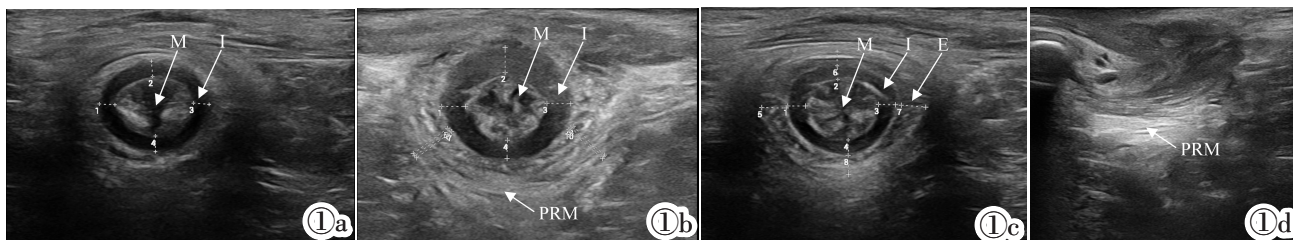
正常肛门括约肌复合体的高频超声图像 (M: 肛管黏膜; I: 肛门内括约肌; E: 肛门外括约肌; PRM: 耻骨直肠肌)。图 1a: 近端平面肛管横断面; 图 1b: 中部平面肛管横断面; 图 1c: 远端平面肛管横断面; 图 1d: 耻骨直肠肌。
